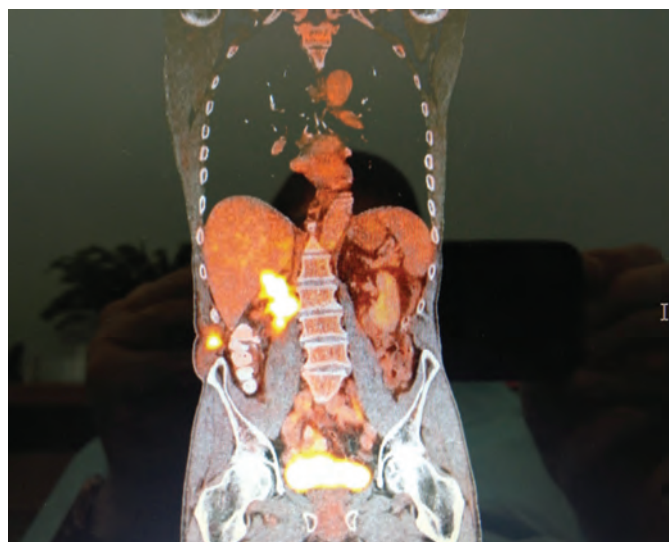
PET. Radiopharmpreparation accumulation in bed position of the removed right kidney.
